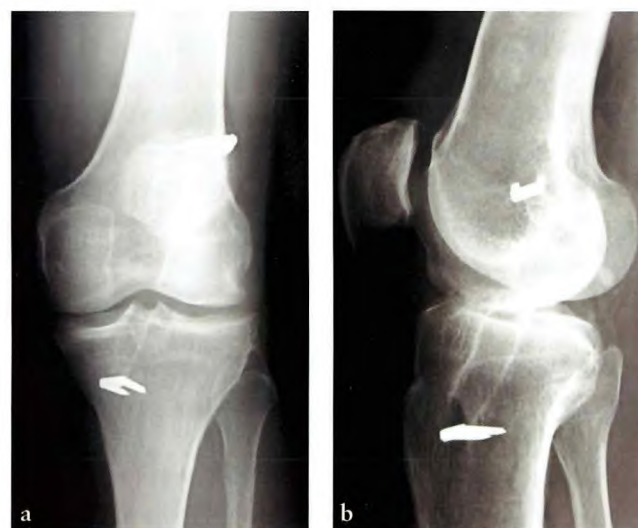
Artrosis fémoro-patelar en paciente intervenido de plastia LCA con ligamentoplastia semitendinoso y recto interno, a) radiografía AP, b) radiografía lateral.
